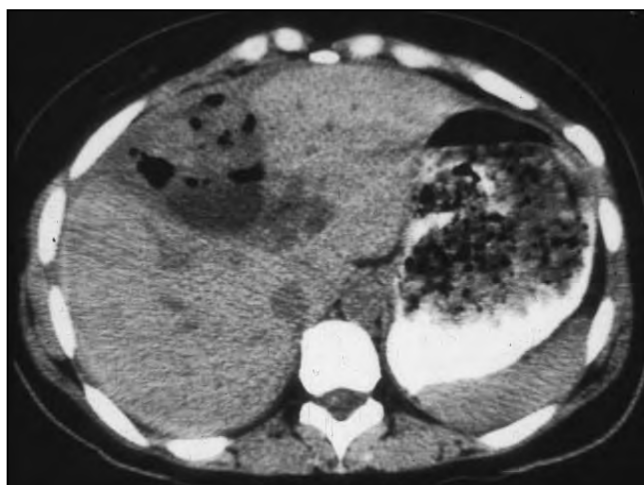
Absceso hepático en ecografía (superior) y en TC (inferior).
